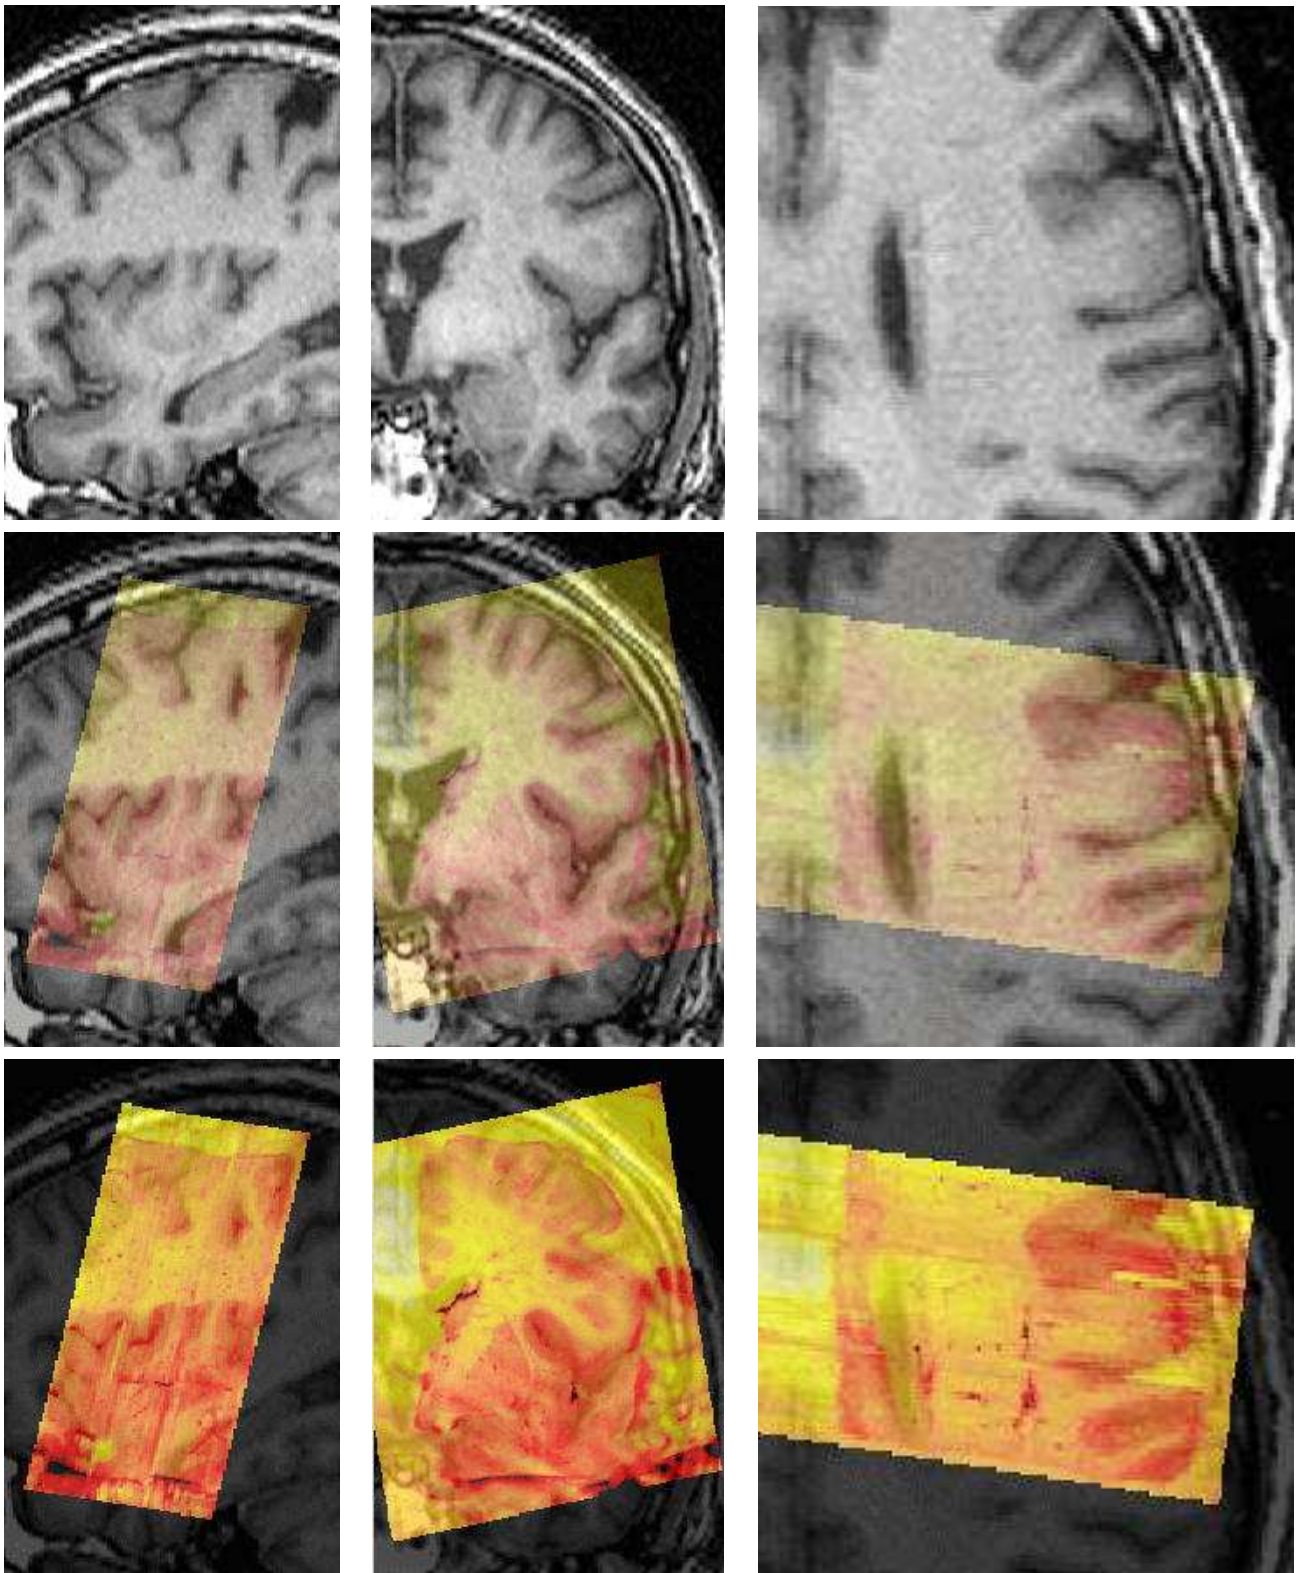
Fusion du bloc de cryosection avec l'acquisitions IRM pondérée en T1. Sur la ligne du haut de chaque figure, nous représentons l'IRM seule. Sur la ligne du milieu, nous avons une opacité moyenne pour les deux images fusionnées. Sur la ligne du bas, nous voyons majoritairement le bloc de cryosections reconstruit.
